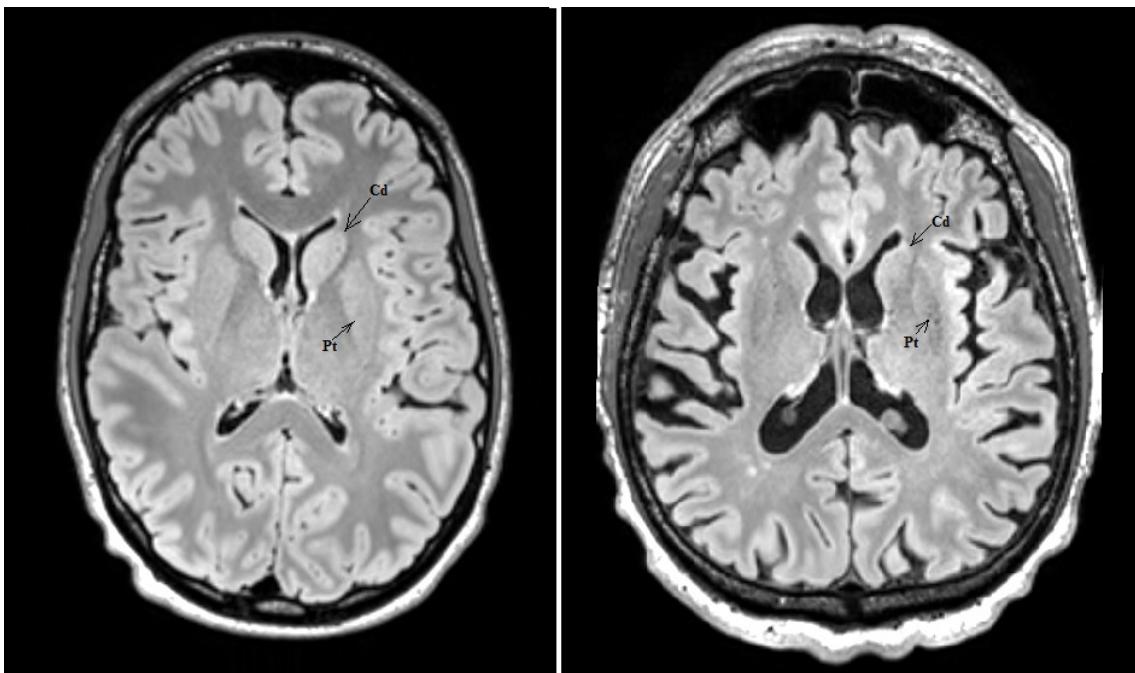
Visueller Vergleich der Basalganglienintensität des älteren und jüngeren Probanden in transversaler Schnittebene (FLAIR-Sequenzen). Links – männlicher Proband 23 Jahre alt (Fall-ID: 4), rechts – männlicher Proband 61 Jahre alt (Fall-ID: 10). Cd – Nucleus caudatus, Pt – Putamen.
